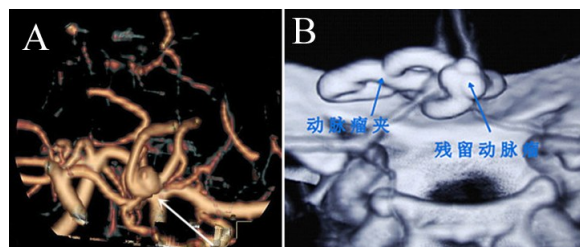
夹闭不全的前交通动脉动脉瘤手术前后 CTA
